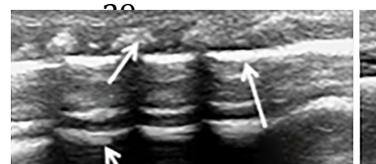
Signos ultrasonográficos en el pulmón. (A) líneas A; (B) líneas B; (C) líneas B compactas, también conocidas como pulmón blanco; (D) consolidación pulmonar subpleural con broncograma aéreo. ³⁷
